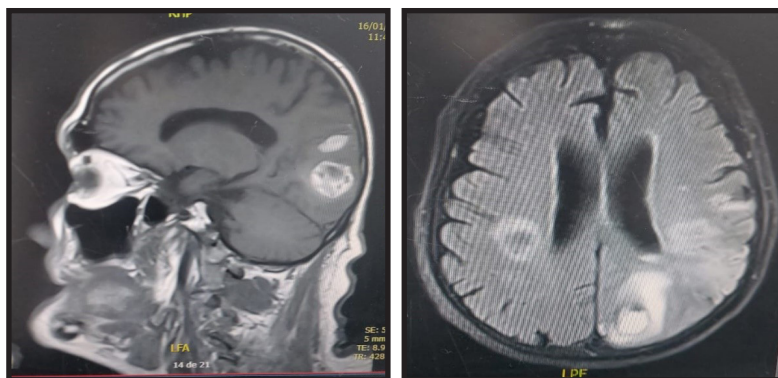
Resonancia magnética encefálica: lesiones nodulares supratentoriales una de ellas, otra con restricción central a la difusión, hallazgos que podrían corresponder a émbolos sépticos en diferentes estadios, además de evento isquémico agudo en territorio de la ACM izquierda.
